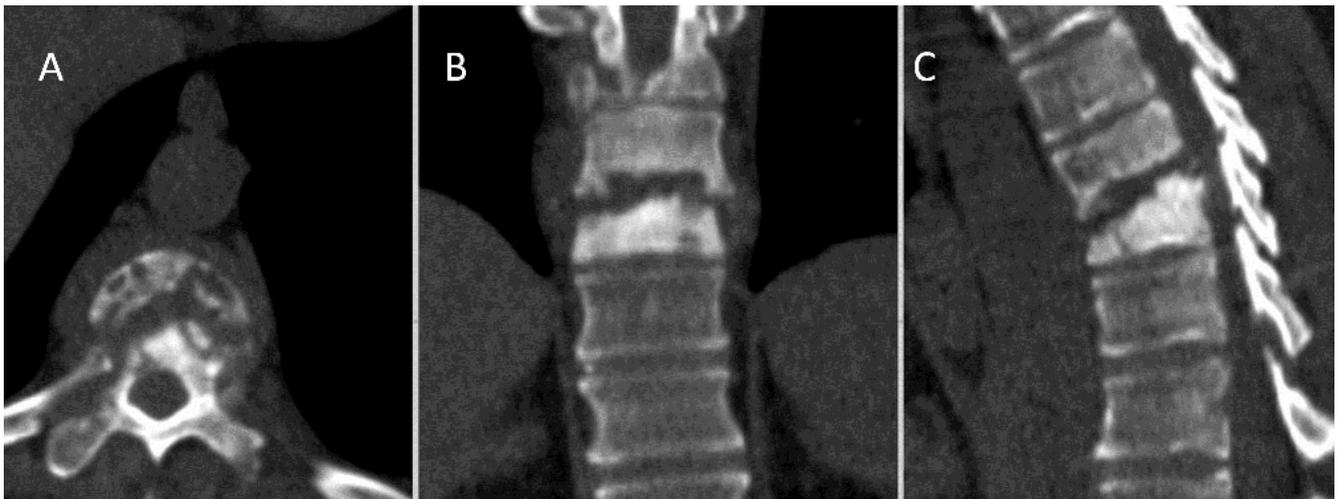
Imágenes de Tomografía computarizada a nivel de T8-T9, en cortes axial (A), coronal (B) y sagital (C), mostrando lesión destructiva lítica del cuerpo vertebral T9 e irregularidad del platillo inferior de T8, con acuñamiento anterior e hiperdensidad de T9, discreto aumento de densidad de tejidos blandos paravertebrales abarcando ambas vértebras, correspondiendo a espondilodiscitis, que respeta los espacio intervertebrales.
